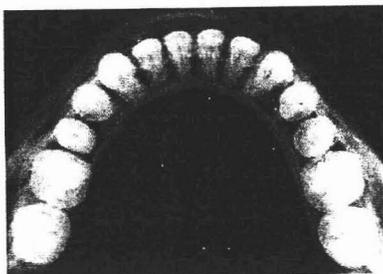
Radiografía oclusal transversal inferior
